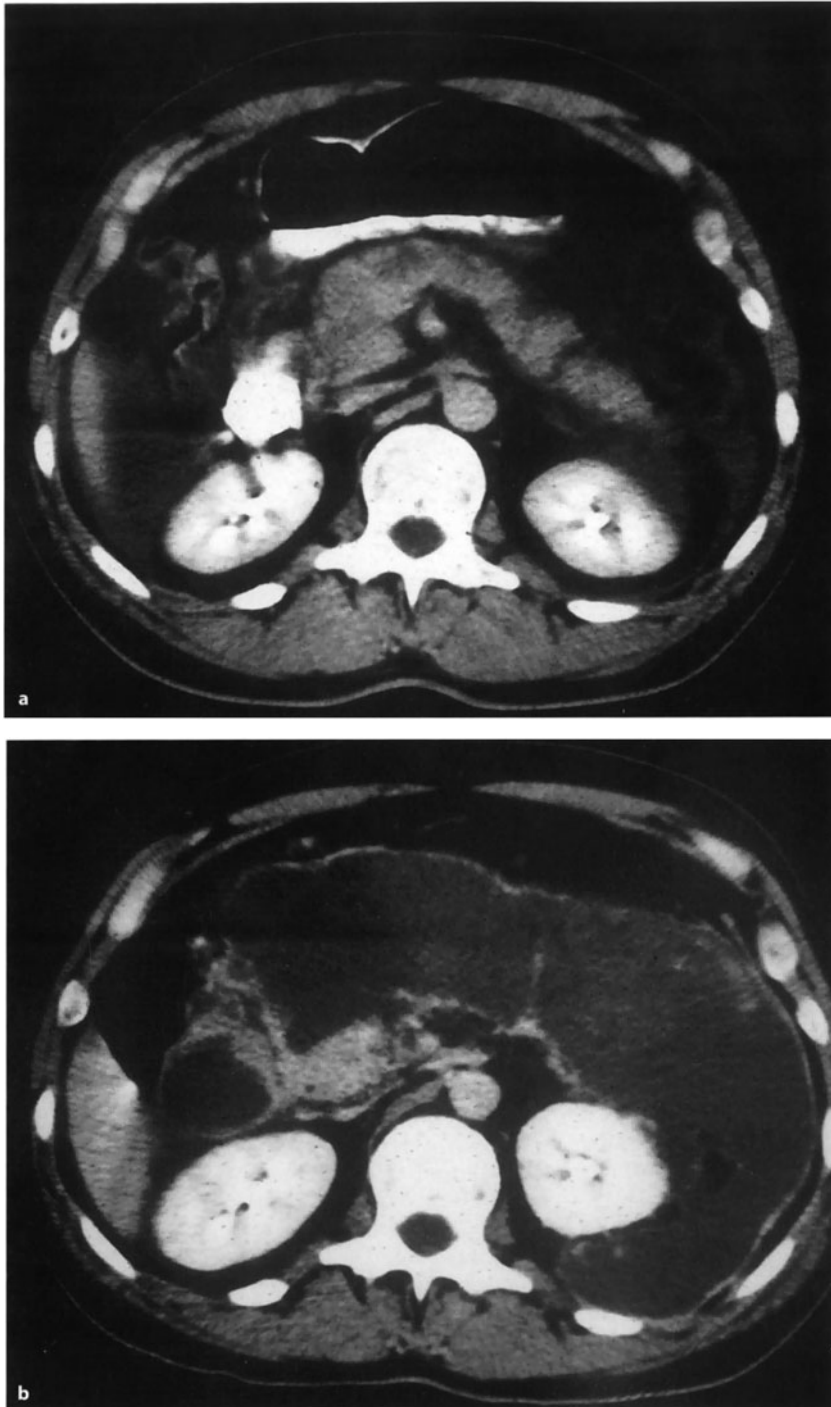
Akute hämorrhagisch-nekrotisierende Pankreatitis (KM-CT; gleicher Patient wie in Abb. 23-23). a Aufnahmebefund: Organverbreiterung im Caput und Korpus mit unscharfer Konturierung nach ventral, hier peripankreatische Flüssigkeit/Exsudat; hypodensere Bezirk im Korpus, ventral gelegen: Perfusionsausfall als Hinweis auf eine intrapankreatische Nekrose; b Befundverschlechterung: ausgedehnte liquide Nekrosen, bis in den linken Pararenalraum reichend; Pankreas nur im Caputbereich darstellbar, hier KM-aufnehmend. (Freundlicherweise zur Verfügung gestellt von Herrn Prof. Dr. K.J. Pfeifer, Institut für Radiologische Diagnostik der Universität München, Standort Innenstadt)
